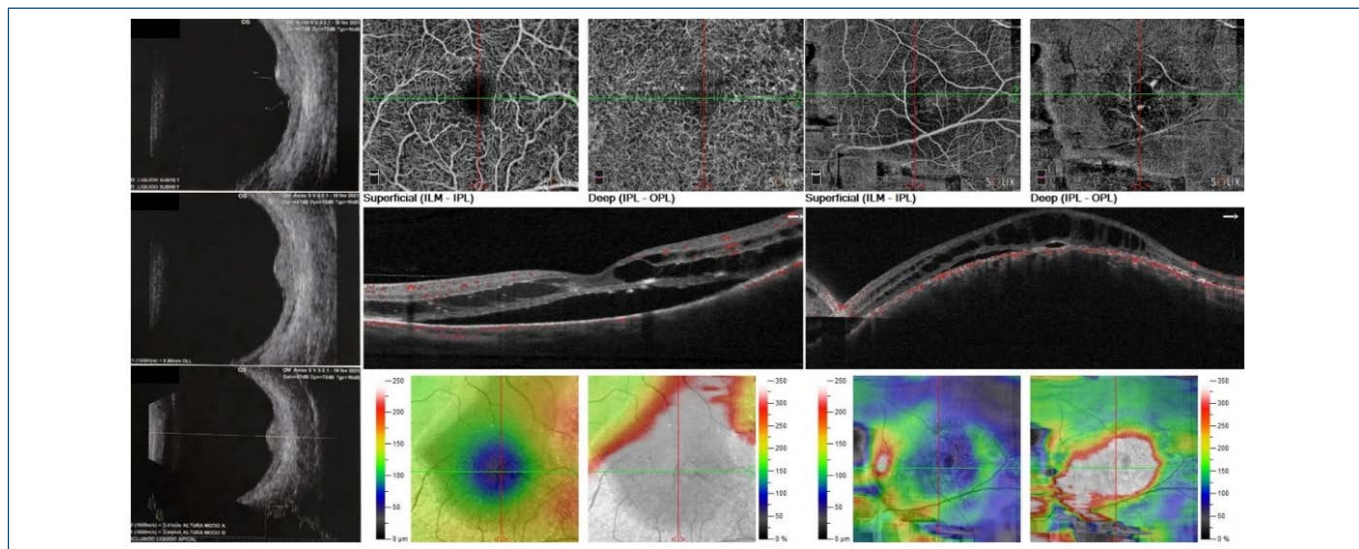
Ultrassonografia ocular e tomografia de coerência óptica macular após 2 meses de tratamento combinado de TFD com verteporfina e injeção intravítrea de antifator de crescimento endotelial vascular. Na avaliação comparativa, observam-se redução do volume líquido sub-retiniano e menor espessura da lesão.
